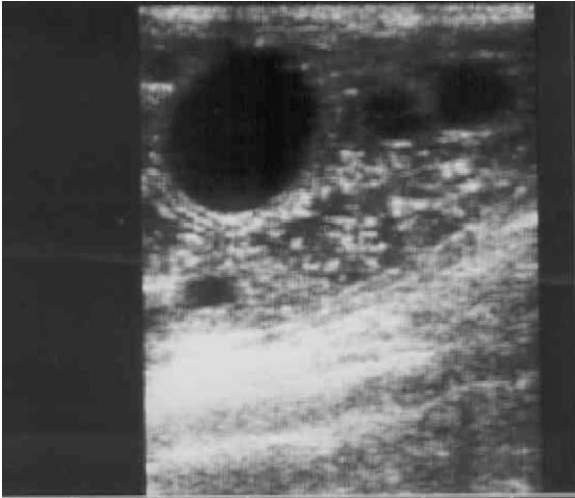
Aspect échographique du kyste hydatique (KH) de la cuisse.
